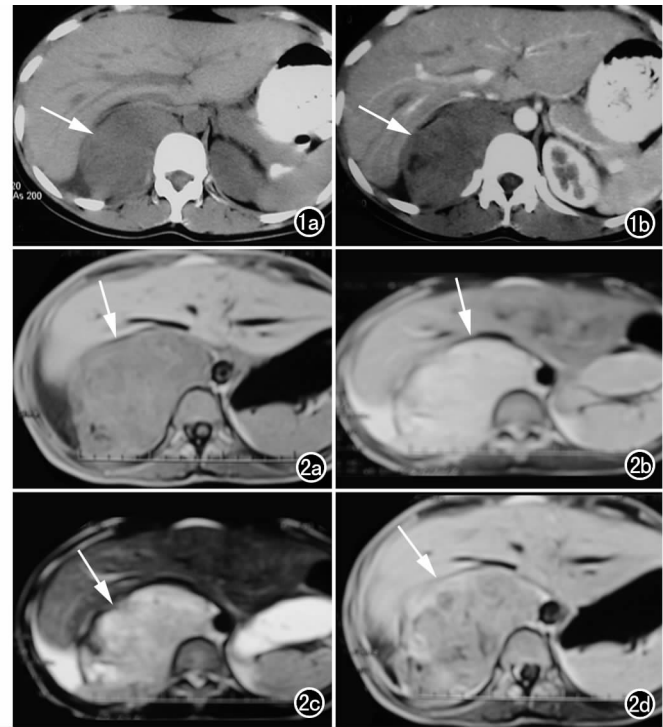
a) CT平扫示右侧腹膜后脊柱旁见类圆形软组织肿块(箭),密度欠均匀,境界清楚,邻近组织器官受压;b)增强示肿块不均匀强化(箭)。图2 MRI示右侧腹膜后肿块呈长T₁、长T₂信号,周边见低信号包膜(箭),增强病变不均匀强化。a) T₁WI; b) PdWI; c) T₂WI; d) T₁WI增强。
